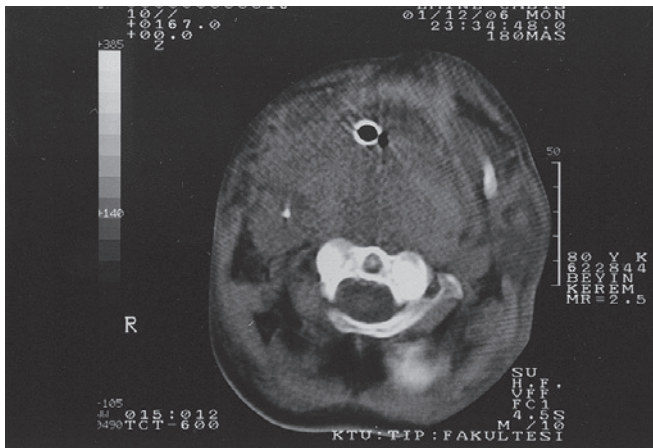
Tomografía Computadorizada de la Paciente.
